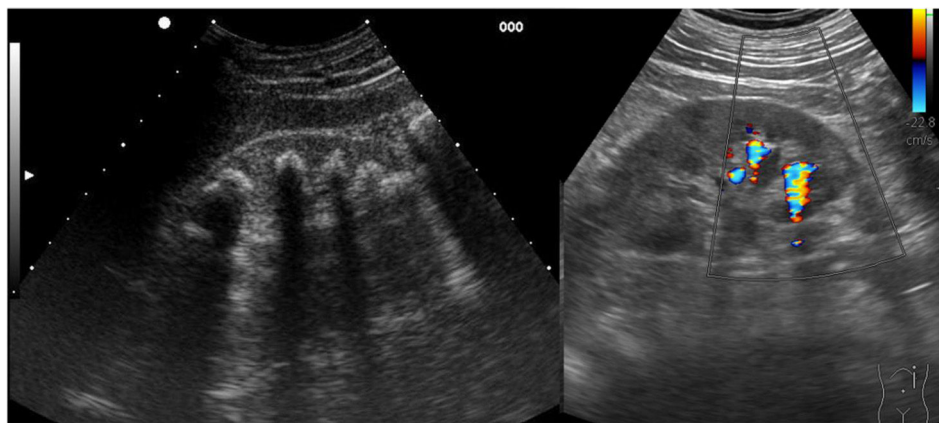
Imagen de la izquierda: Corte longitudinal del riñón derecho con litiasis: imágenes hiperecogénicas en todos los cálices en forma de teja, con sombra acústica posterior. Imagen de la derecha: Corte del riñón izquierdo con 2 imágenes de litiasis con artefacto centello con Doppler color.
